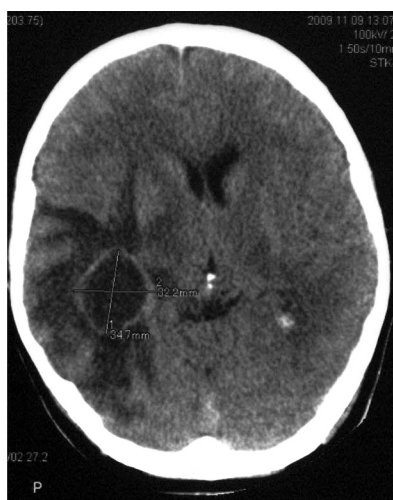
КТ диагностированная опухоль мозга
